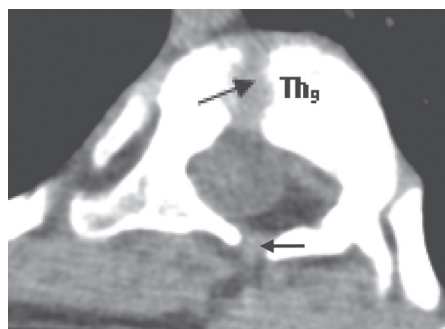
Девятый грудной позвонок (Th₉) с полной сагитальной щелью тела и *spina bifida posterior* в аксиальной проекции (костные дефекты указаны стрелками). Компьютерная томограмма
